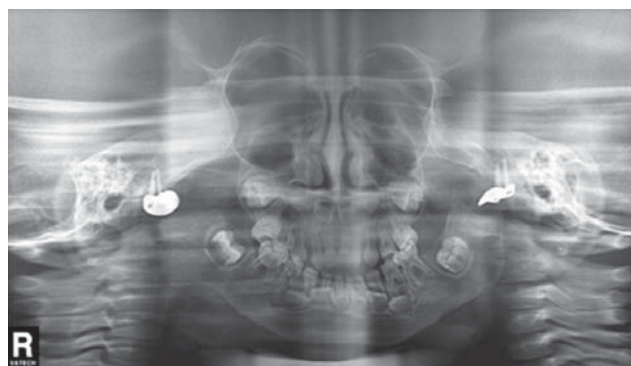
Radiografía de control de prótesis metálicas de cavidad glenoidea bilateral en menor de 3 años de edad.
